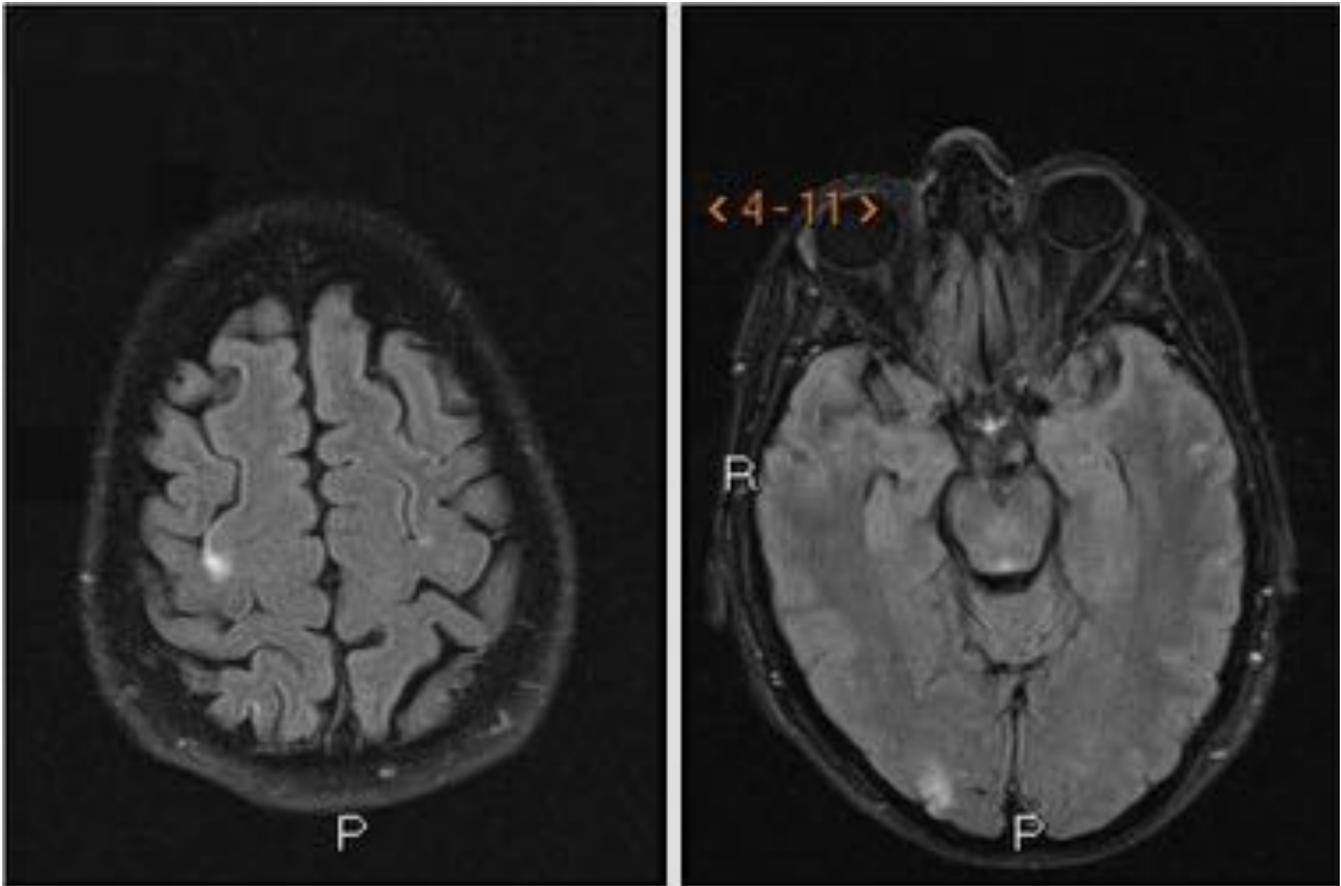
RM de control al mes: Se aprecia mejoría de todas las lesiones, persistiendo una pequeña lesión cortical occipital derecha y otra cortical parietal derecha, indicativo de lesiones isquémicas evolucionadas.
